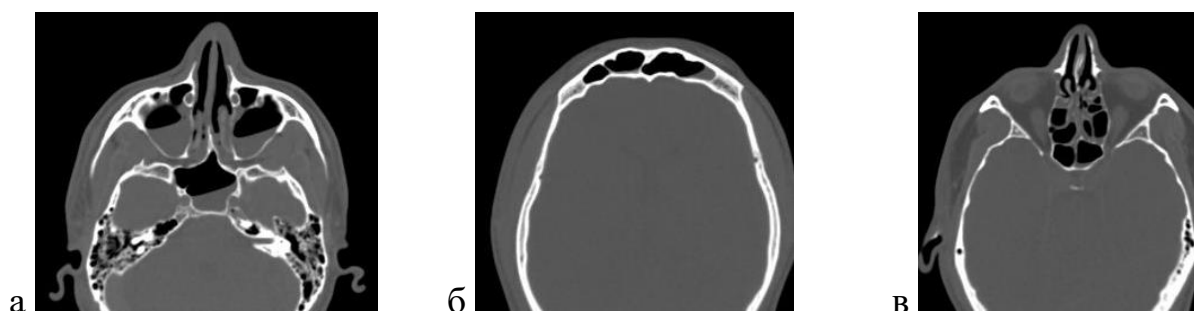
а - Содержимое в клиновидной и верхнечелюстных пазухах. Рисунок 2 б – Содержимое в лобных пазухах. Рисунок 2 в – Содержимое в ячейках решетчатого лабиринта. Посмертное КТ-исследование
